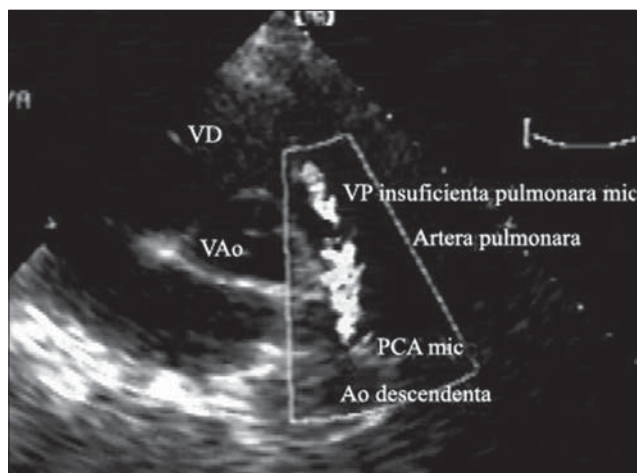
Canal arterial permeabil cu șunt stânga dreapta. Examinare Doppler parasternal ax scurt la nivelul vaselor mari.
